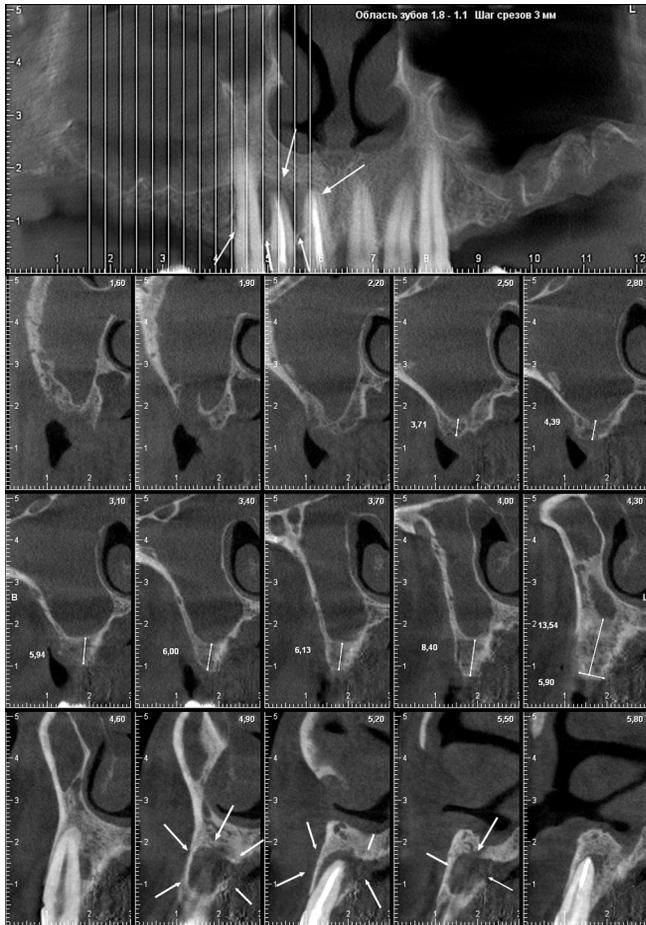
Результаты компьютерной томографии ВЧ.
